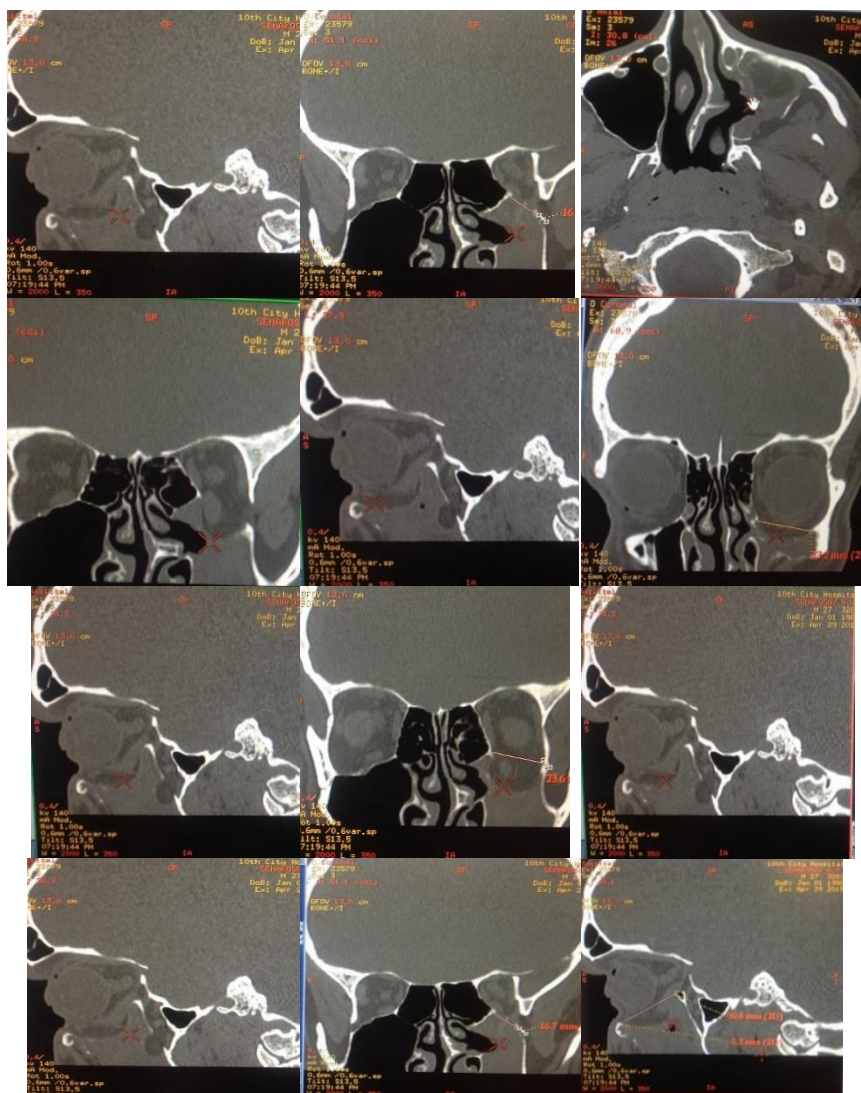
Изображения микроспиральной компьютерной томографии глазницы в сагитальных и корональных
